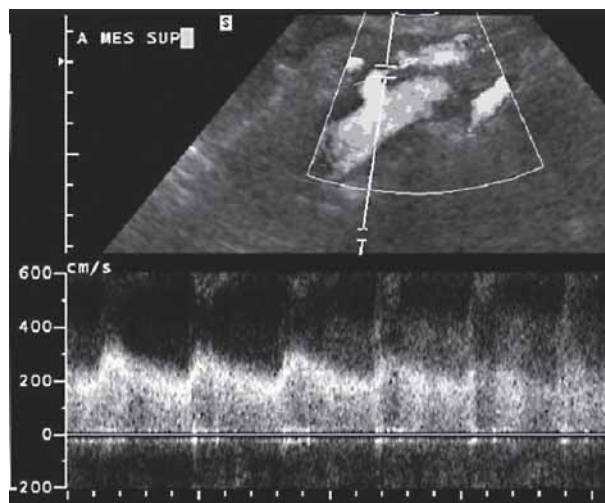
Duplex Doppler sonography scan. Stenosis of the superior mesenteric artery (arrow)
